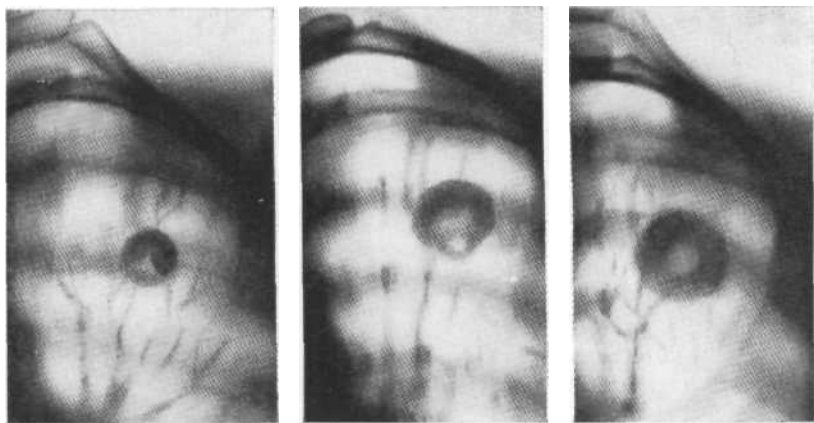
Серия фрагментов томограмм в прямой проекции. Аппозиционный рост туберкуломы в течение 2 лет на фоне лечения антибактериальными препаратами. Операция.
